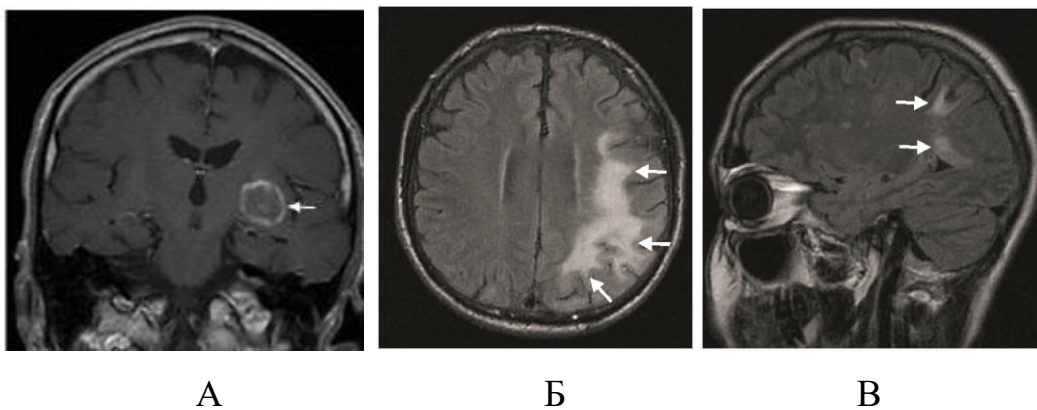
Различная форма поражений (отмечена стрелками) у различных пациентов. А – T1 ВИ с контрастированием, овоидная форма, токсоплазмоз; Б – FLAIR, неправильная форма, ПМЛ; В – FLAIR, сочетание разных форм, криптококкоз
